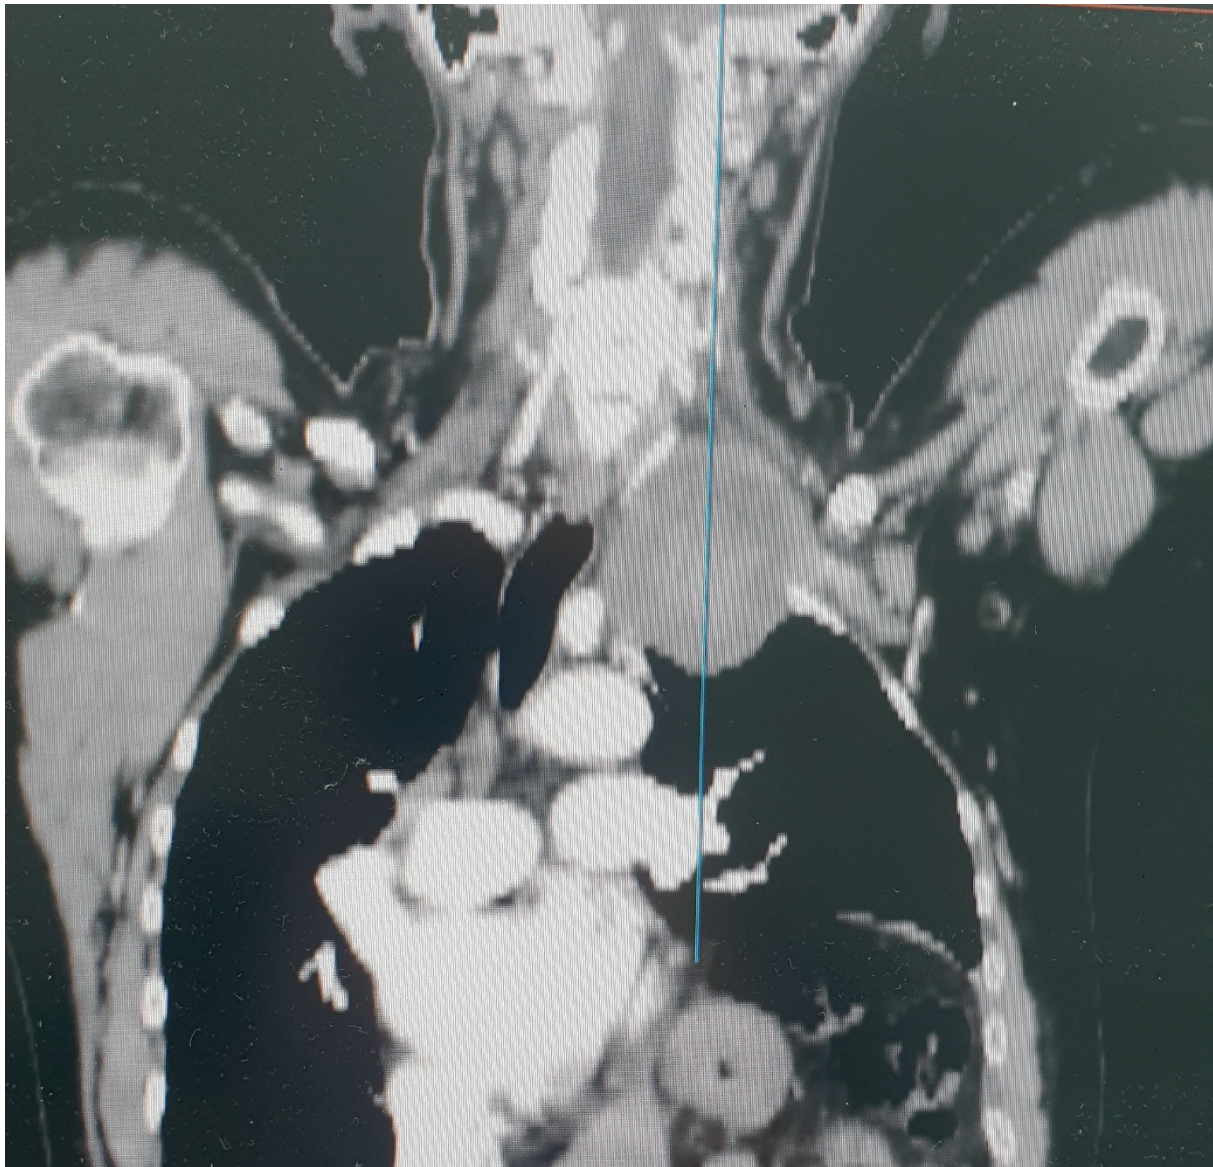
Angiotomografia computadorizada da aorta torácica e extremidades superiores evidenciando aneurisma da artéria subclávia esquerda distal à origem da artéria vertebral.
